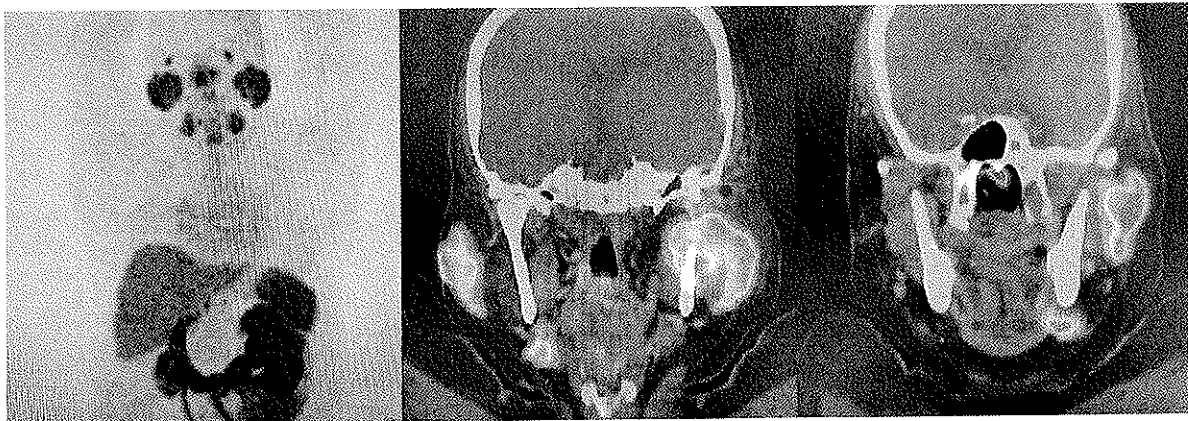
Mala fusión PET-CT por movimiento durante la adquisición.
